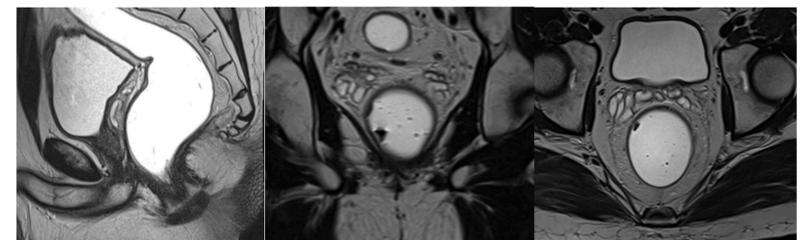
RMN rectal a los 5 meses haber completado el tratamiento compatible con respuesta completa.
